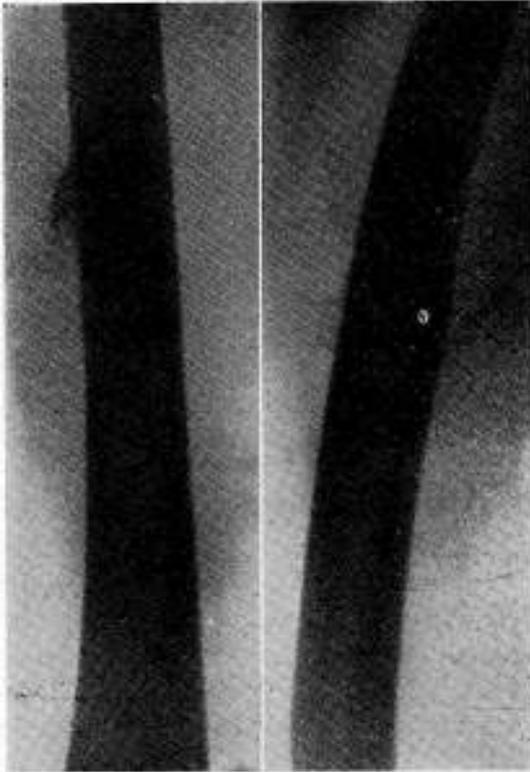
Radiografías tardías del muslo en el caso del hematoma sub-cuadricipital evacuado, mostrando en el frente y el perfil del fémur la discreta calcificación en espón yuxta femoral, en la parte alta de la logia, donde quedaron pequeños coágulos organizados, sin extirpar.
